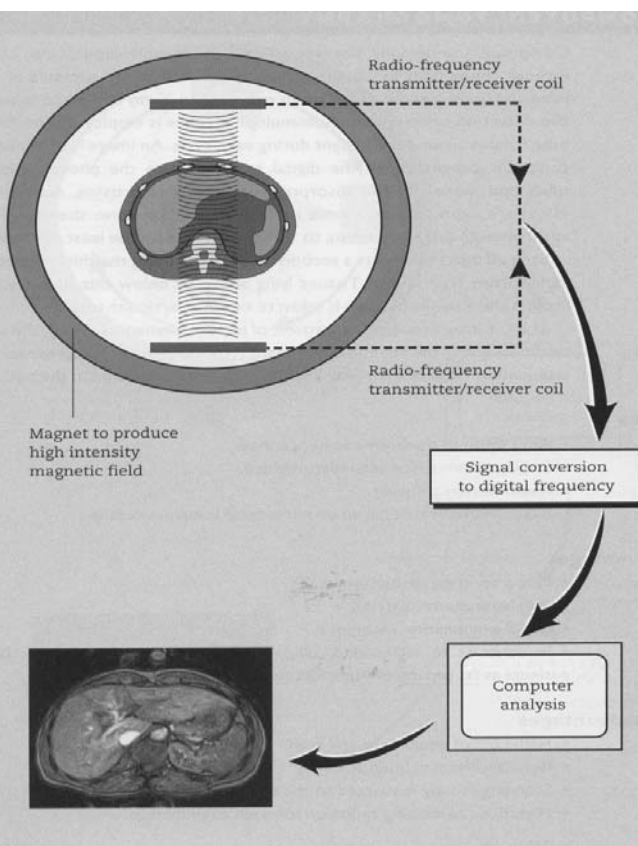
Принцип получения МРТ-изображения
